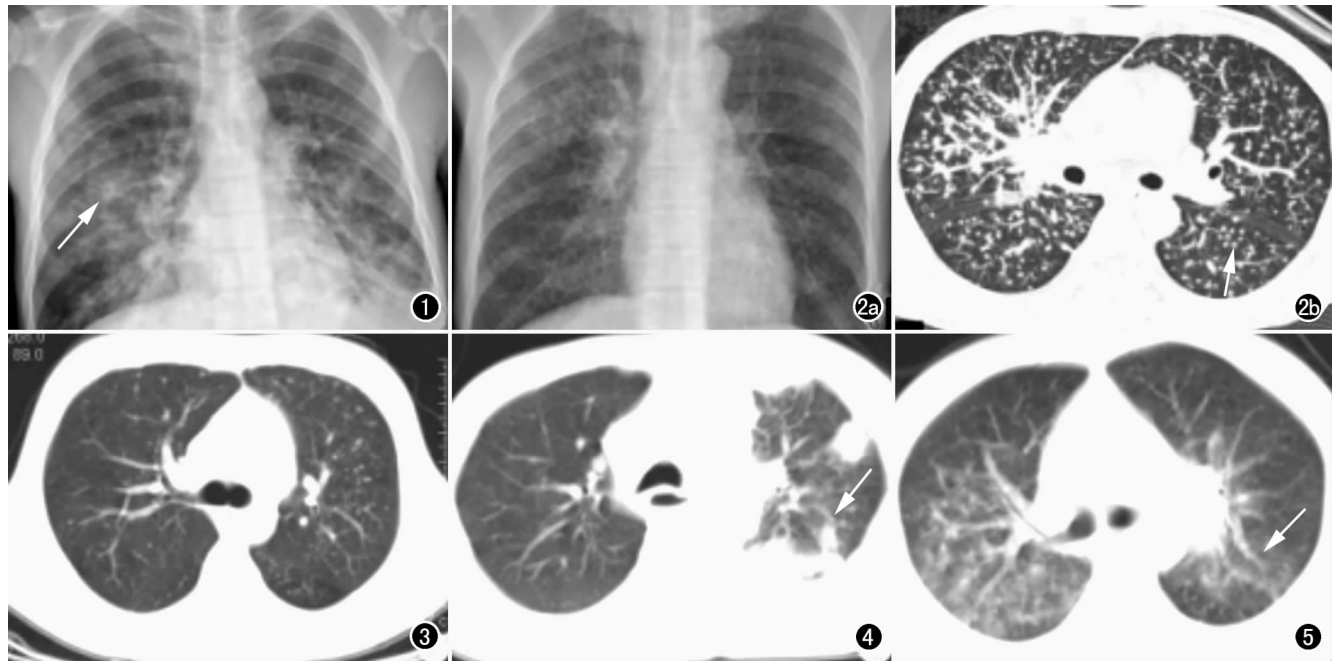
AIDS 合并肺毛霉菌病。胸部 X 线正位片见双肺多发渗出性病灶(箭)。 图 2 AIDS 合并肺毛霉菌病。a) 胸部 X 线正位片示两肺多发小结节影; b) 薄层 CT 扫描示双肺弥漫均匀分布的粟粒样小结节影(箭)。 图 3 AIDS 合并肺毛霉菌病。CT 扫描示两肺分布不均匀的粟粒样小结节影。 图 4 AIDS 合并肺毛霉菌病。CT 扫描示左肺多发渗出性病灶(箭)。 图 5 AIDS 合并肺毛霉菌病。CT 扫描示双肺弥漫磨玻璃样密度影(箭)。
